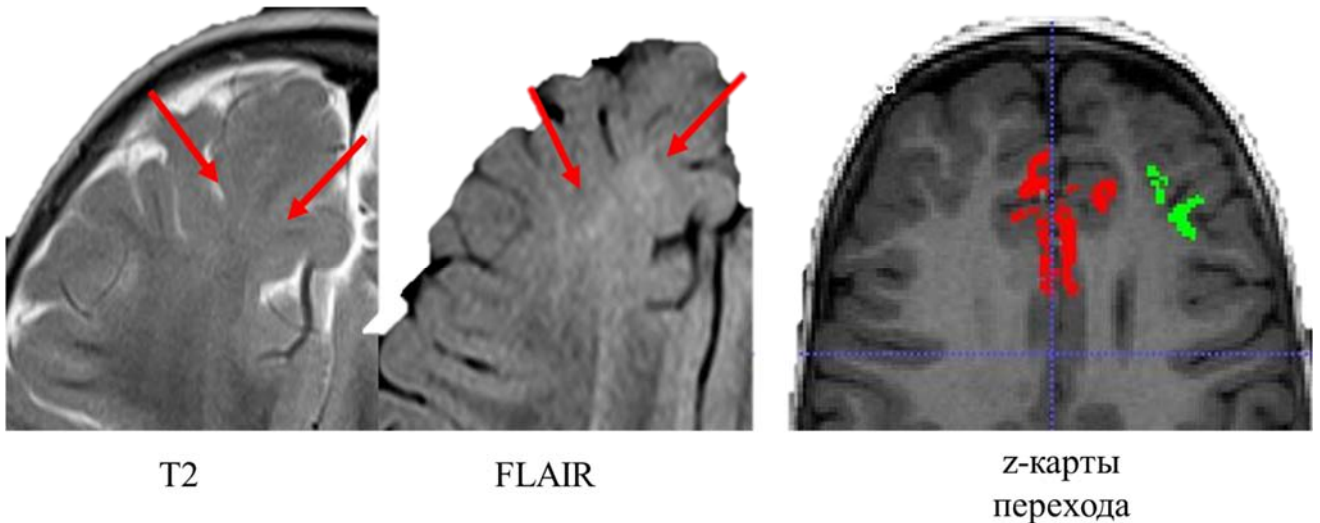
МРТ головного мозга ребенка в режиме T2-ВИ и T2-FLAIR с признаками ФКД в правой лобной доле. T1-ВИ с совмещенными z-картами перехода серого и белого вещества, с аномально яркой зоной в медиальных отделах левой и правой лобной долях
